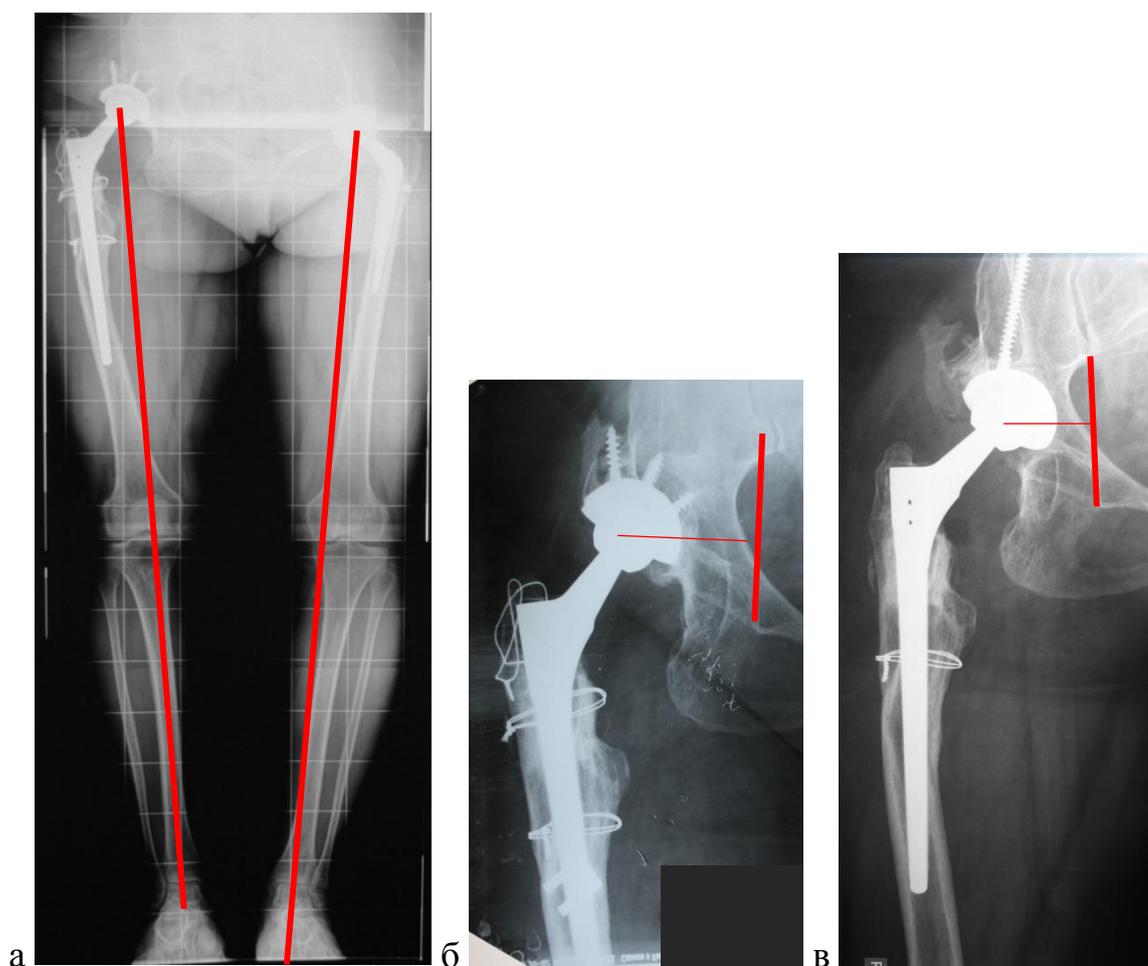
Рентгенограммы пациентки Г., 53 лет: а – на обзорных телерентгенограммах определяется умеренная деформация в обоих тазобедренных суставах, незначительное нарушение механической оси конечностей; б – центр ротации смещен от линии Келлера на 5 см; в – после ревизии: произведена медиализация центра ротации на 1,8 см
